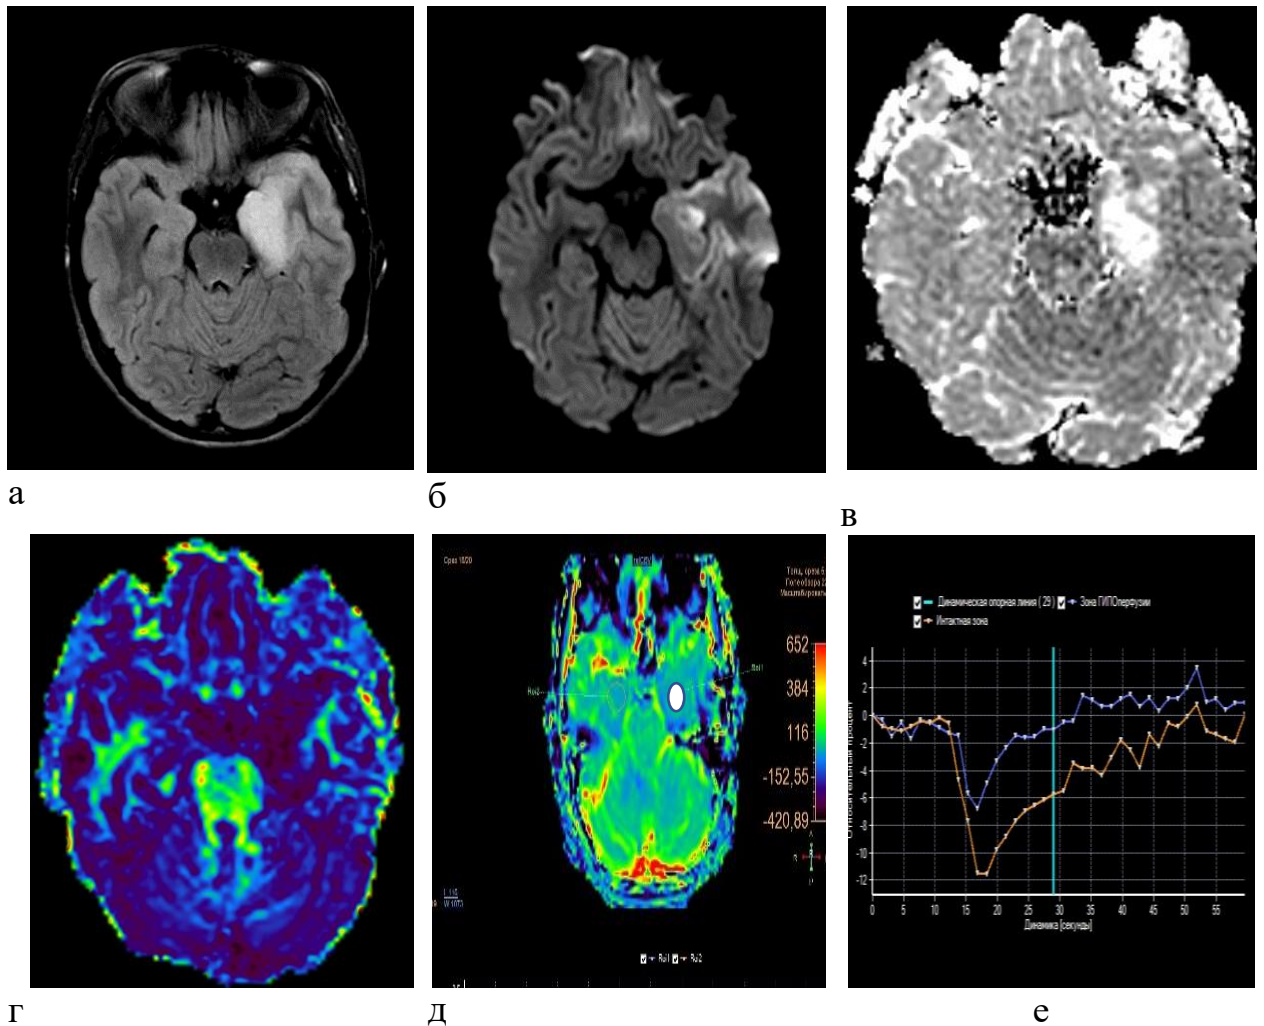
Клинический пример, Г-ая О.М., возраст 14 лет. Диагноз: вирусный энцефалит, вызванный ВПГ 1 и 2 типа, № и/б 271976/2020. Мультипараметрическая МРТ с визуализацией зоны поражения серого и белого вещества левой височной доли: а – T2-FLAIR в аксиальной плоскости; б – ДВИ ($b=1000 \text{ с/мм}^2$) в аксиальной плоскости; в – карта ИКД в аксиальной плоскости; г – карта фракционной анизотропии (ФА) при трактографии ДТИ; д, е – контрастная T2*-перфузия с точкой (белая точка) измерения в зоне поражения и графики прохождения контрастного препарата в сопоставлении с противоположной стороной. При исследовании в острый период заболевания визуализируется наличие зон структурных изменений в медиальном отделе левой височной доли в виде повышения МР-сигнала на T2-FLAIR и на ДВИ $b=1000 \text{ с/мм}^2$), снижение коэффициента диффузии на ИКД-карте до $0,56 \times 10^{-3} \text{ мм}^2/\text{с}$ и снижение показателей фракционной анизотропии при выполнении ДТИ до 0,08, снижение скорости (relCBF) и объема (relCBV) кровотока при проведении контрастной T2-перфузии (FE_EPI)
